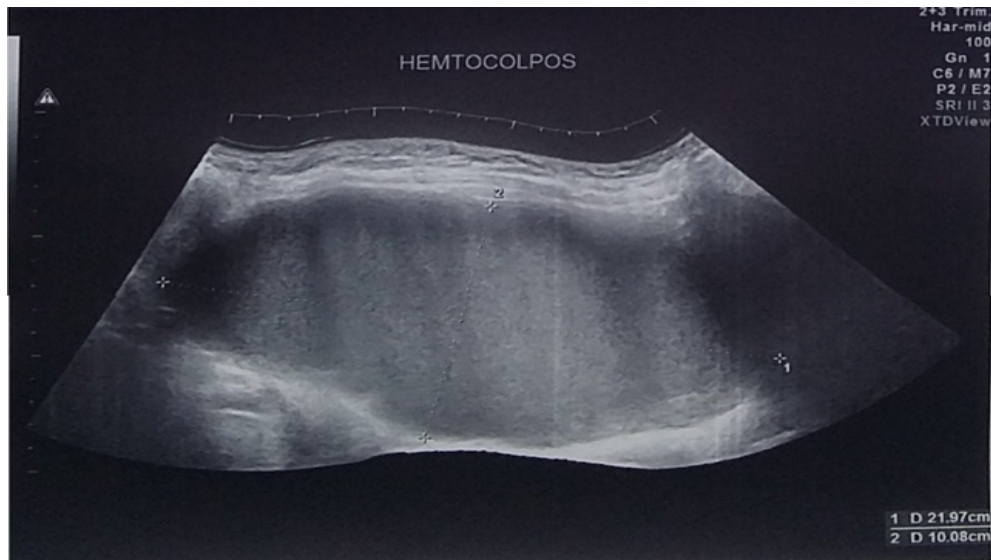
Aspect échographique montrant un hémocolpos
